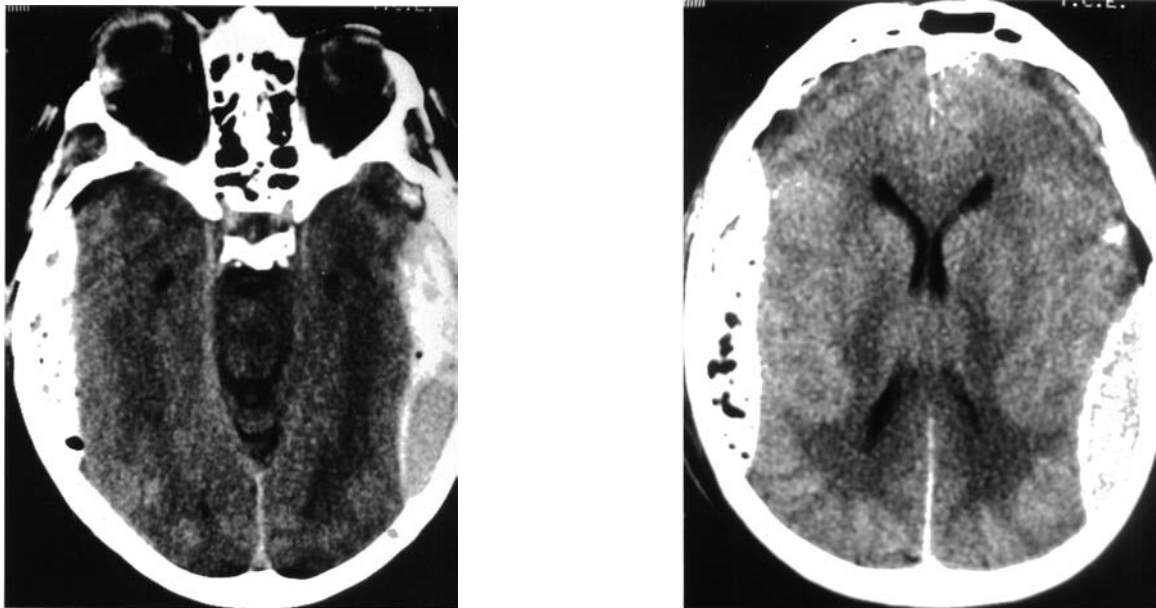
Tomografía computarizada (caso 2). Hematoma epidural bilateral temporo-parietal bilateral.
